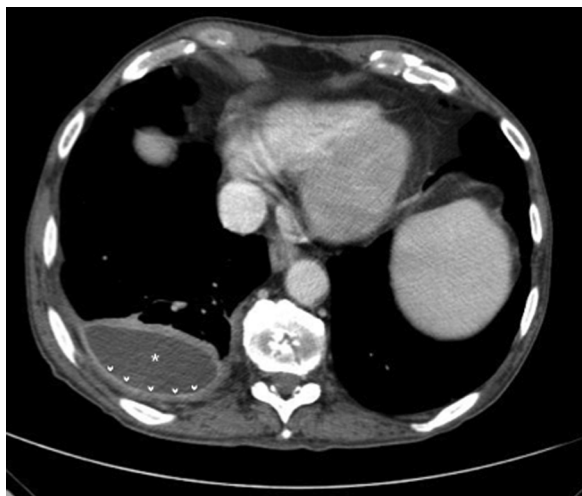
TC de un empiema (asterisco) que demuestra engrosamiento y captación de contraste en la pleura parietal (puntas de flecha).
